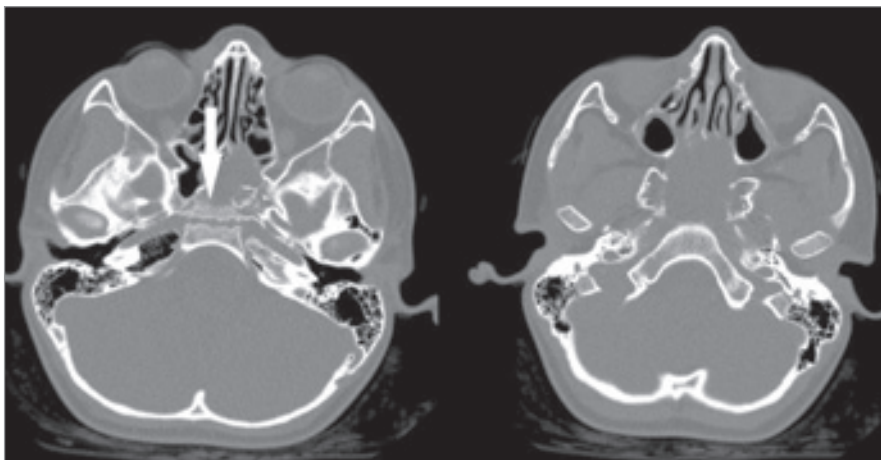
The preoperative axial CT scan showing the tumorous mass in the sphenoid sinuses and clivus, more on the left side, osteolytic process (arrow) and the entire nasopharynx filled with tumor mass.
